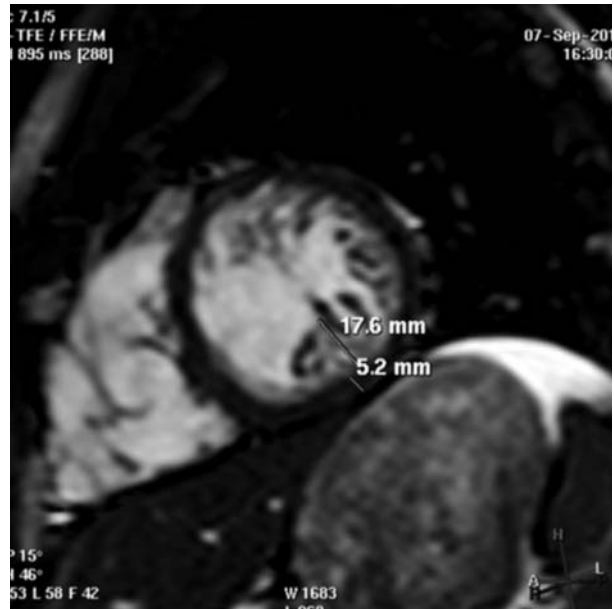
Resonancia magnética cardíaca: hipertrabeculación subendocárdica.
